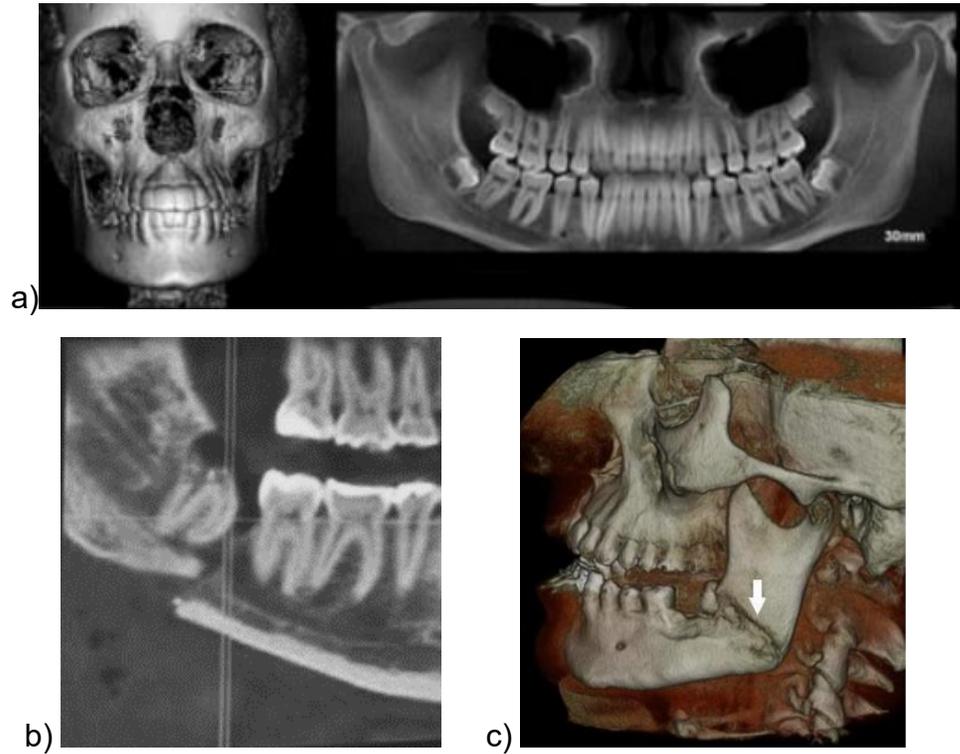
A) TAC vista frontal. B) TAC presencia de tercer molar inferior en foco de fractura. C) Fractura de ángulo mandibular. ^{16,18, 19}
